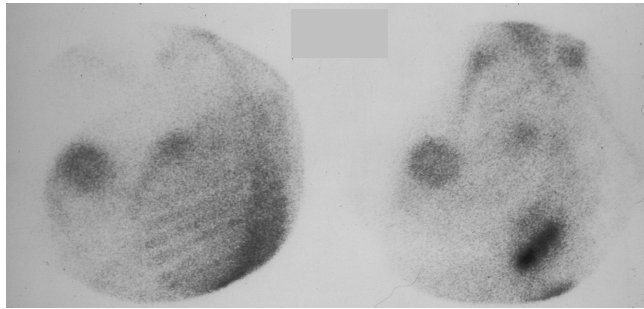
Captación del isótopo TC-99 en Carcinoma ductal infiltrante de mama y en metástasis axilares.
